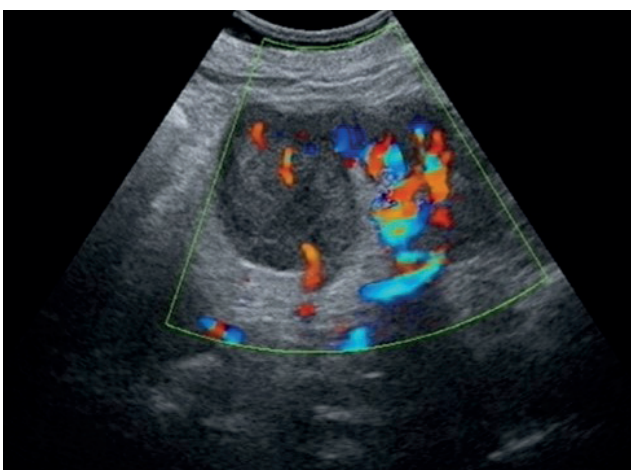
УЗ-изображения кровоснабжения опухоли нижнего полюса почки в режиме дуплексного сканирования: а - в режиме цветового доплеровского картирования; б - в режиме импульсной доплерографии регистрируется кровоток в дополнительной артерии, отходящей от аорты выше устья левой почечной артерии, идущей к нижнему сегменту почки и питающей опухоль. / Fig. 6. US-images of blood supply to the tumor of the lower pole of the kidney in the duplex scanning mode: a-in the color Doppler mapping mode; b-in the pulse Doppler mode, blood flow in the additional artery extending from the aorta above the mouth of the left renal artery going to the lower segment of the kidney and feeding the tumor is recorded.
